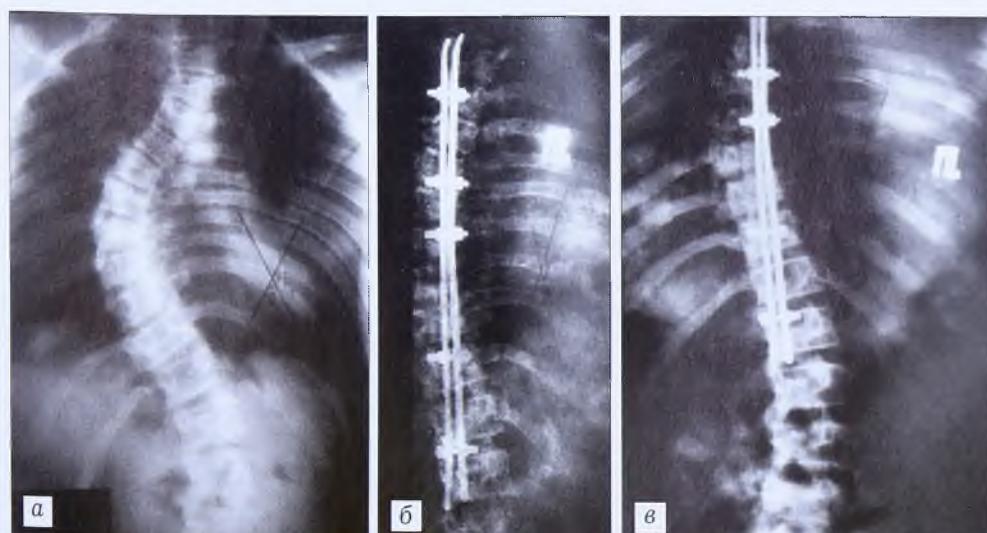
Рентгенограммы больной К. 15 лет.
